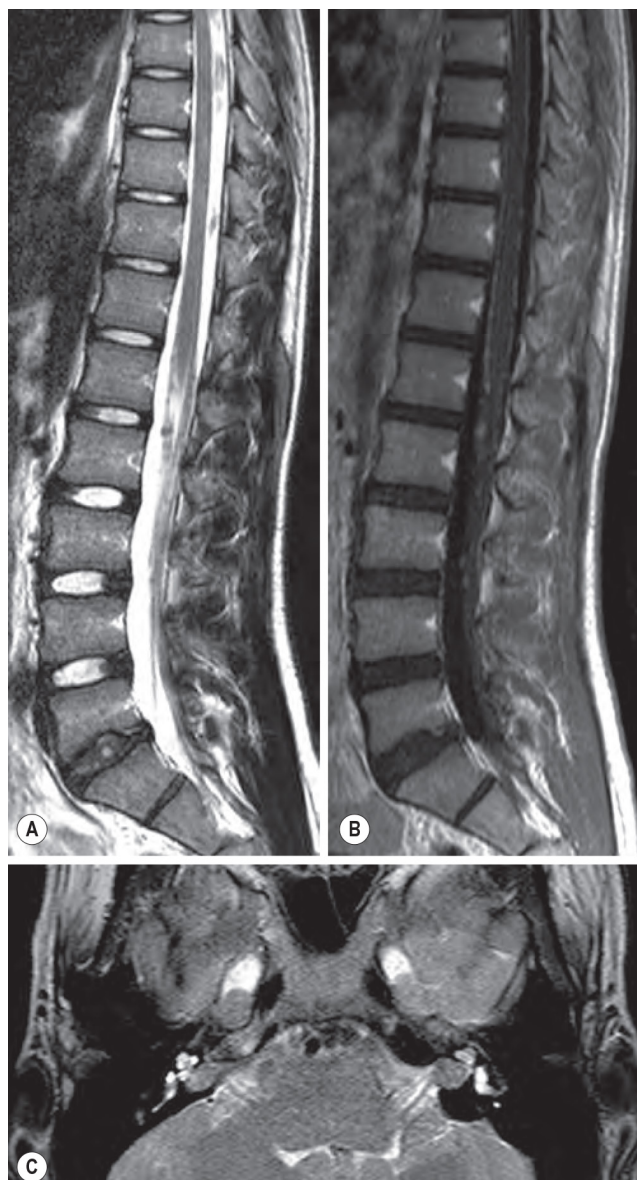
Multiple Schwannomas in a Young Boy. The magnetic resonance examination was performed to further characterise a subcutaneous lesion at the L1 level, which was observed clinically. Sagittal T2 (A) shows some discrete, small nodules attached to the nerve roots of the cauda equina. On sagittal (B) gadolinium-enhanced T1, many more of these lesions can be observed and show intense contrast enhancement. Axial brain T2 (C) at the level of the internal auditory canals shows bilateral vestibular nerve schwannomas, pathognomonic for the diagnosis of neurofibromatosis type 2. Bilateral trigeminal nerve schwannomas located within the Meckel cave can be observed.
